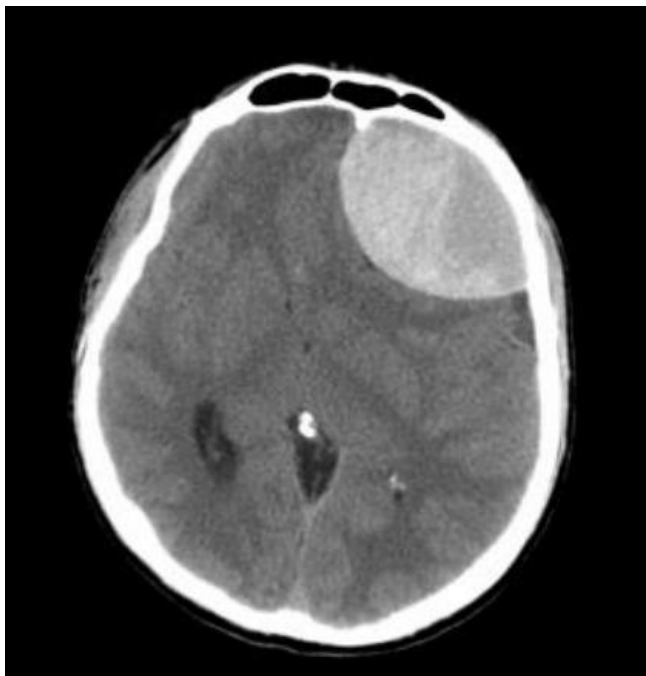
КТ-признаки ЭДГ левой лобной области
